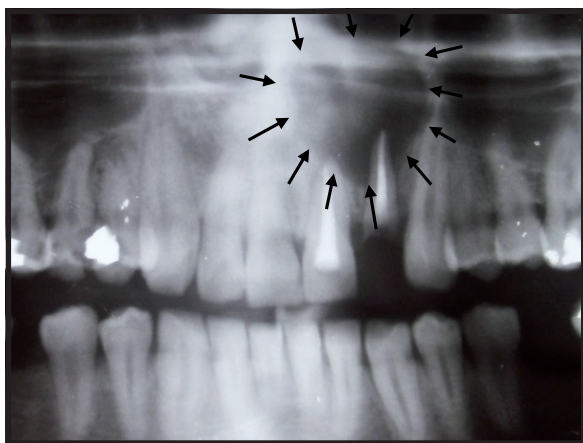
Radiografía panorámica preoperatoria. Se observa la lesión quística y su relación con el piso de fosas nasales.
